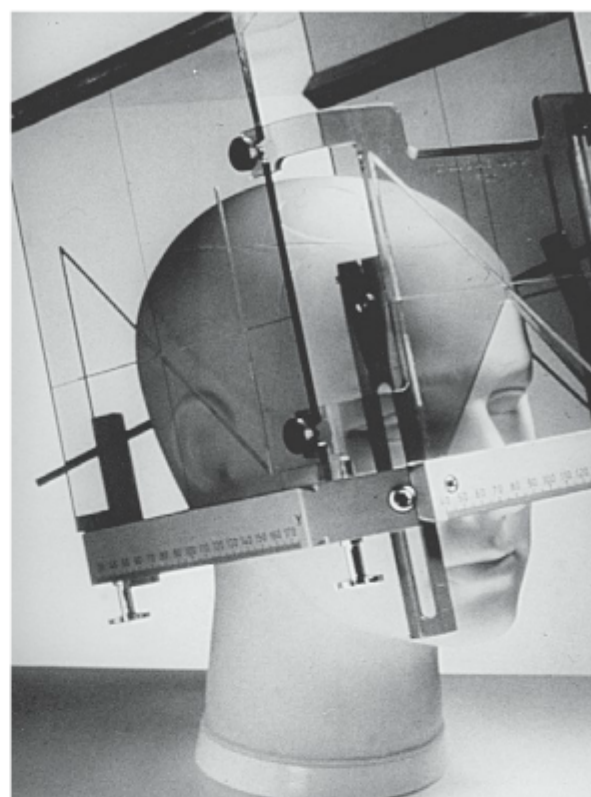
Arco estereotático de Leskell é fixado rigidamente à cabeça por quatro pinos parafusados. A caixa fiducial é montada no arco durante o exame de imagem (RM ou TC). As coordenadas X, Y e Z são determinadas diretamente a partir dos exames de imagem. O centro do arco recebe arbitrariamente as coordenadas 100, 100, 100.
